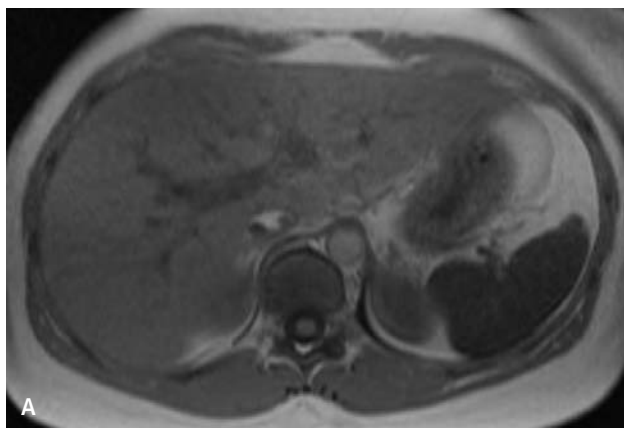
a-b. Cortes axiales de RM "en fase"(a) y "fuera de fase"(b). Se observa caída de señal de aspecto nodular multifocal en secuencia "fuera de fase", compatible con manifestación inusual de esteatosis.
